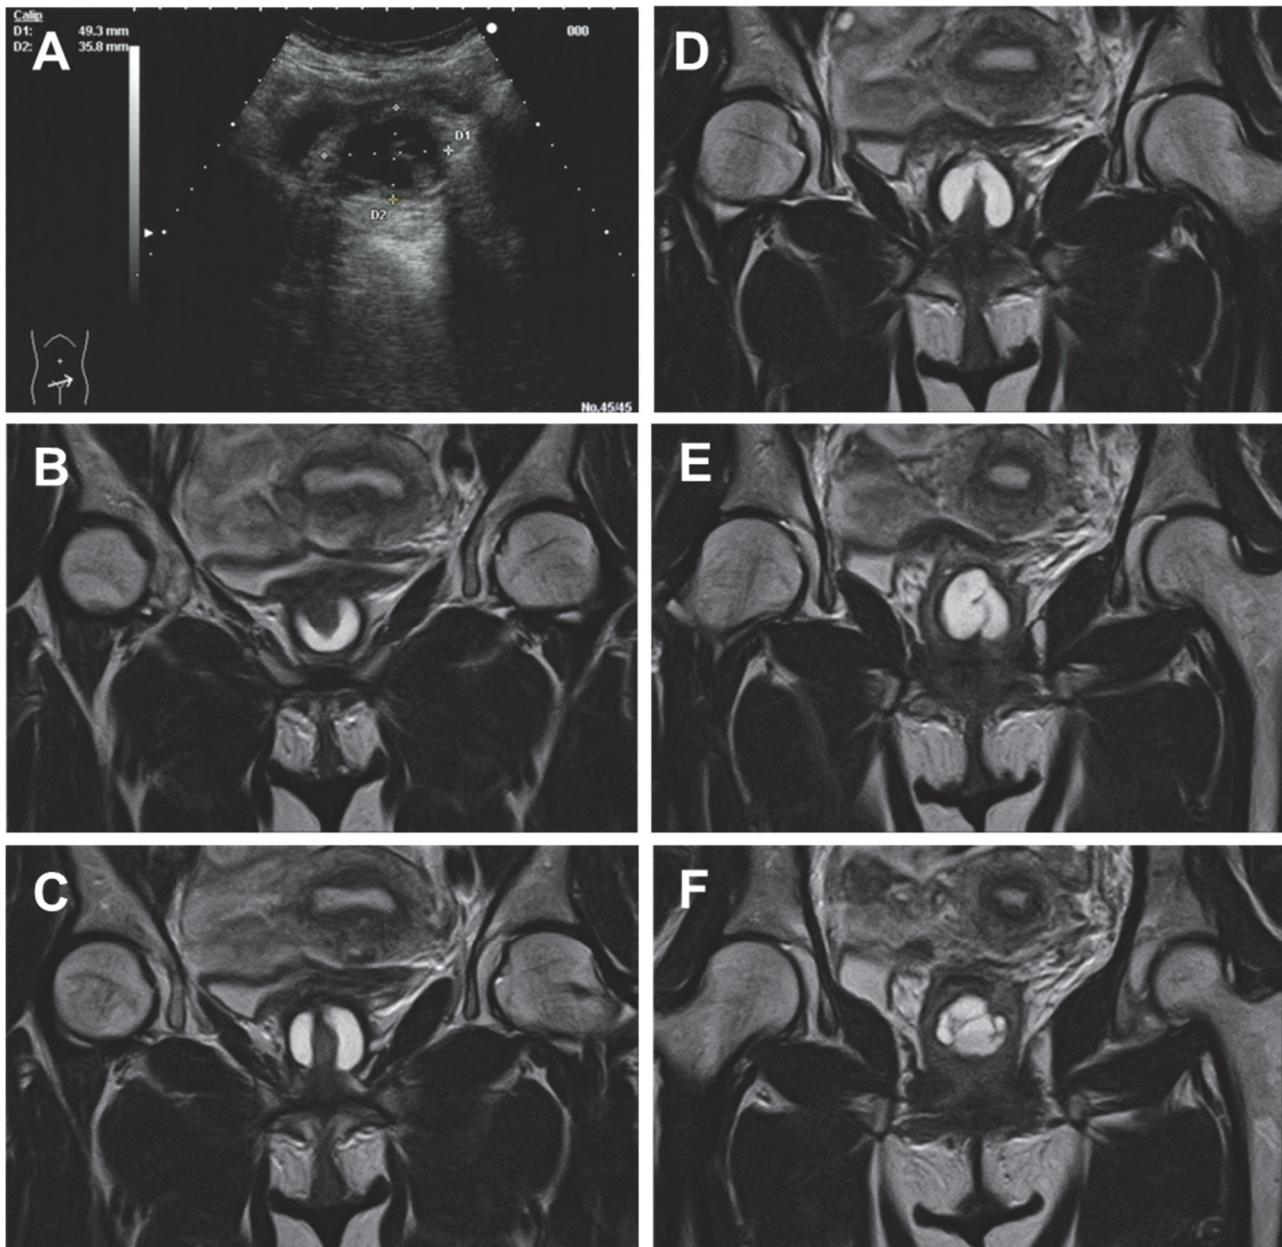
初診時の腹部超音波（A）とMRI冠状断 B（前面）→F（後面）
